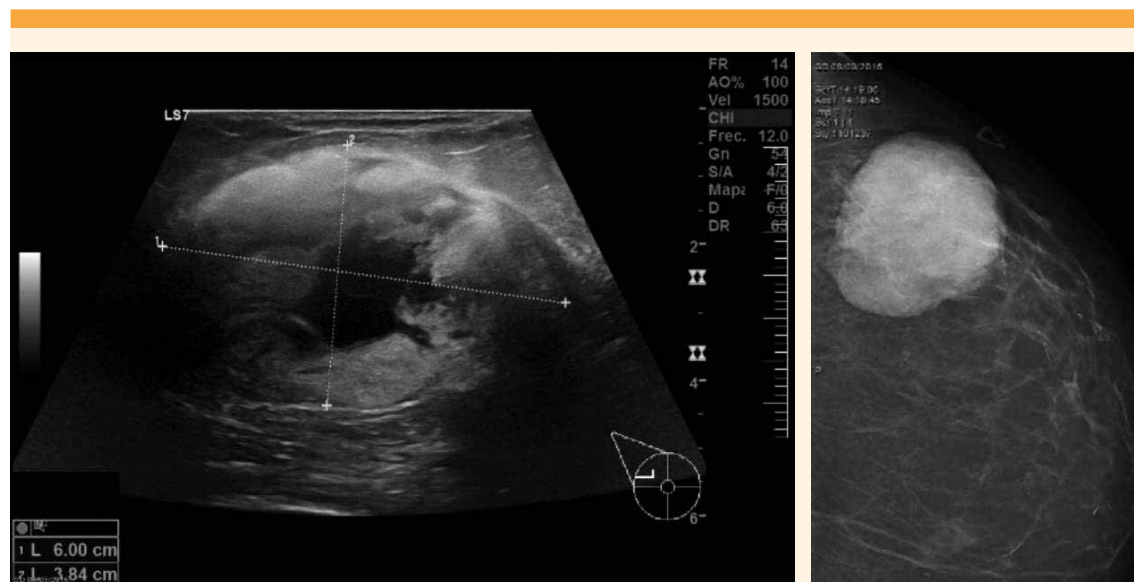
Mamografía y ecografía mamaria (derecha e izquierda, respectivamente) tomadas diez días después del traumatismo. En la ecografía se aprecia una tumoración lobulada, con periferia hiperecoica y núcleo hipoeico compatible con hematoma en fase de organización.
